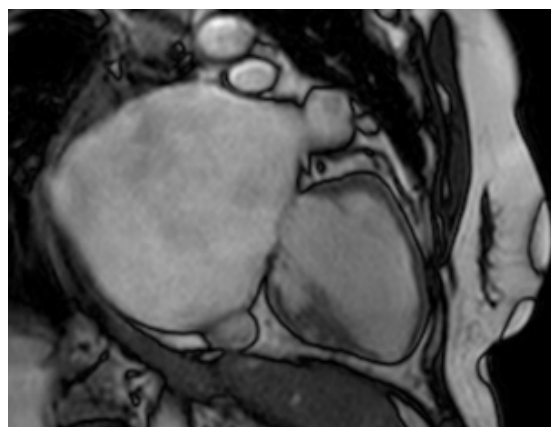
AEG pela Ressonância Cardíaca em cine 2 câmaras
